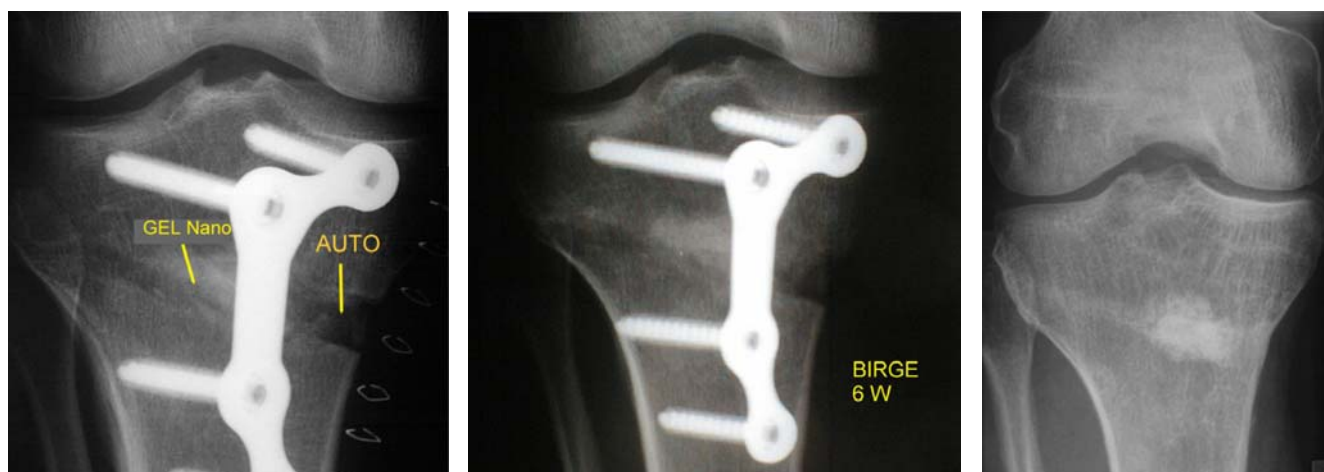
Ostéotomie d'ouverture tibiale interne proximale: radiographie post-opératoire, à 6 semaines et à 5 ans.
